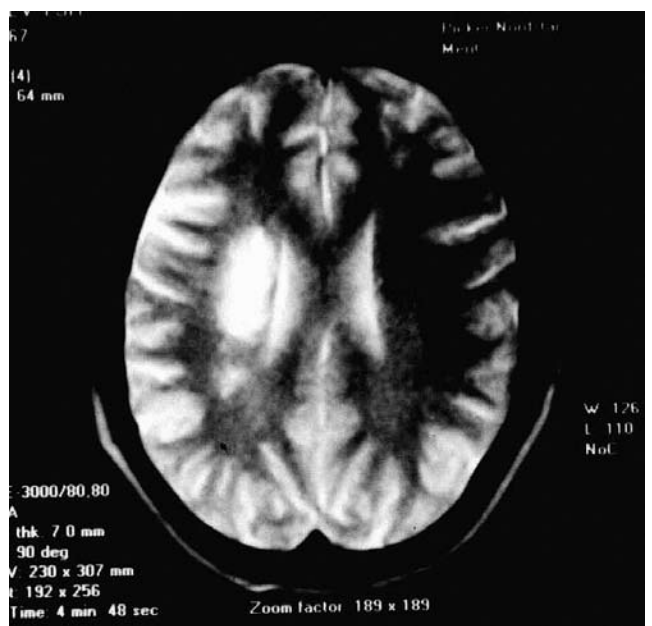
МРТ головы больного менинговаскулярным сифилисом: в правом полушарии в области внутренней капсулы определяется ишемический очаг размером 3×4 см, атрофия коры головного мозга. Собственные наблюдения
